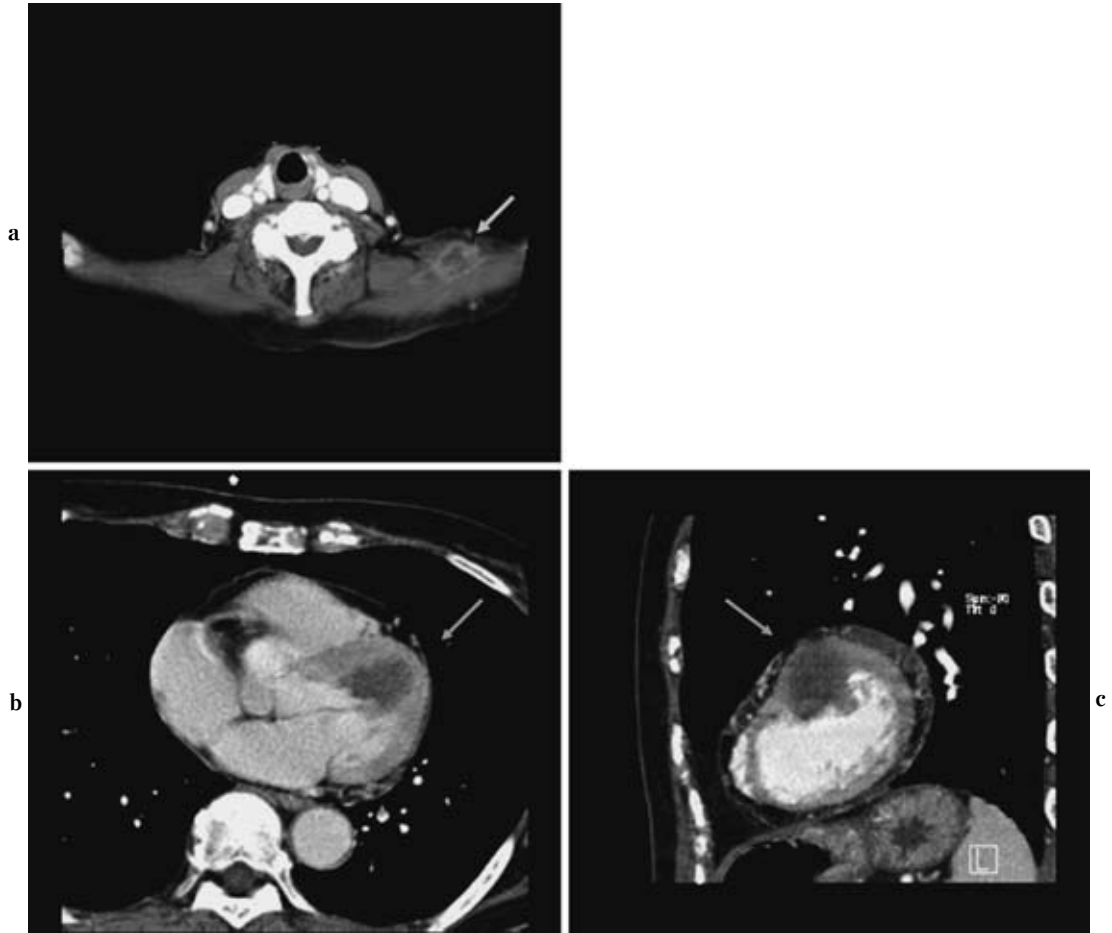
a) Neck CT scan showing metastasis in left trapezius muscle. b, c) Chest CT scan showing myocardial metastasis in the left ventricle.
